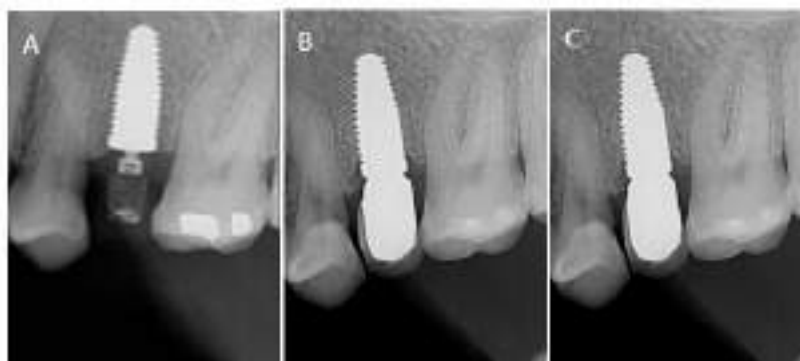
Representative clinical case - radiographic aspects: Immediate provisionalization (A) final crown placement (B) and 12 months of follow-up (C).
